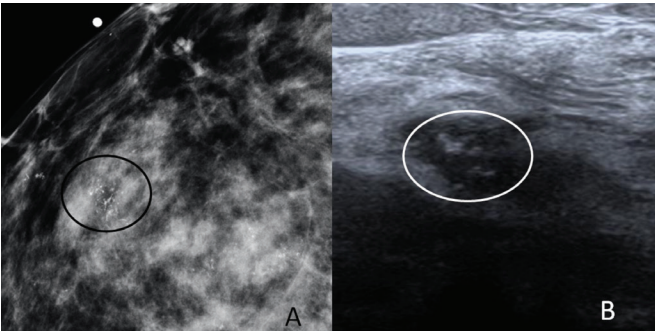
Yüksek gradeli duktal karsinoma *in situ* örneği: 38 yaşında kadın hasta önceden sol memede invaziv duktal karsinom tanısı mevcut olan hastanın sağ memesinde küme yapmış ince pleomorfik mikrokalsifikasyonlar (A), ultrasonografi bakıda ise hipoekoik bir zeminde ekojenik noktalar şeklinde izlenmekteydi (B)
